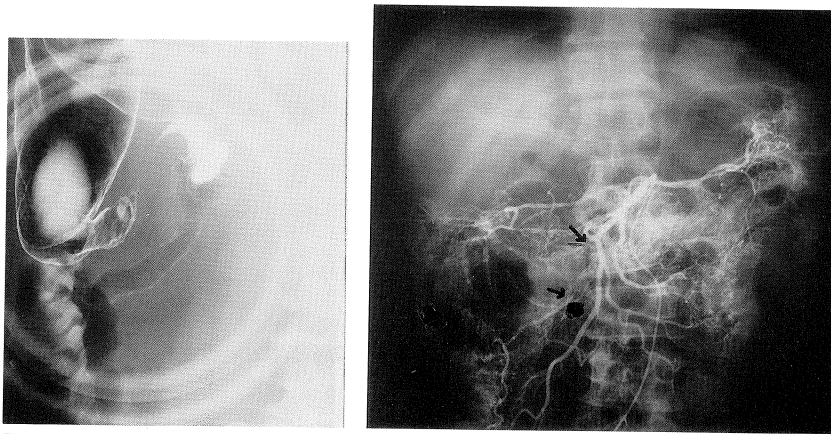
症例2（表2の症例7）の術後2ヵ月目（再開腹前）の逆行性X線腸透視像（左）
